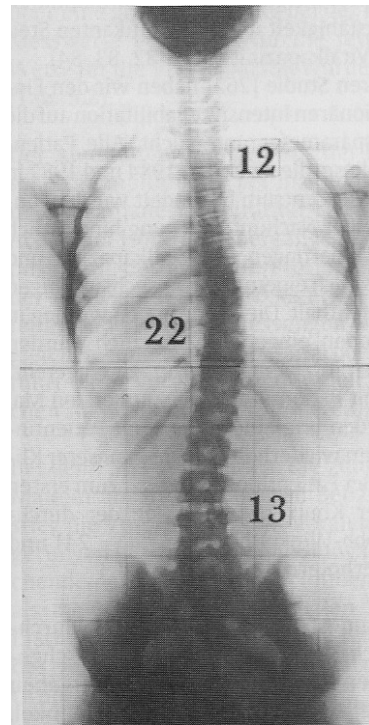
Röntgenbild, 22° Hauptkrümmung
